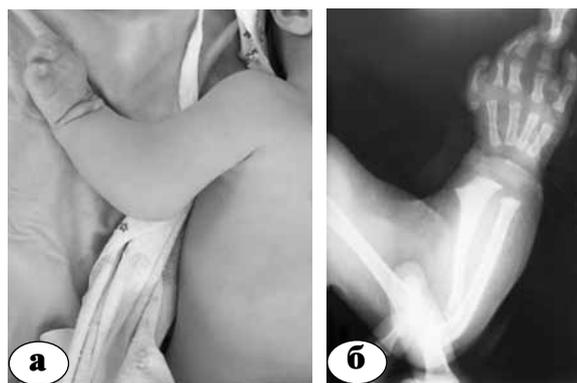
Недоразвитая конечность пациента с атипичной формой ВСК локтевого сустава: а – внешний вид; б – рентгенограмма
